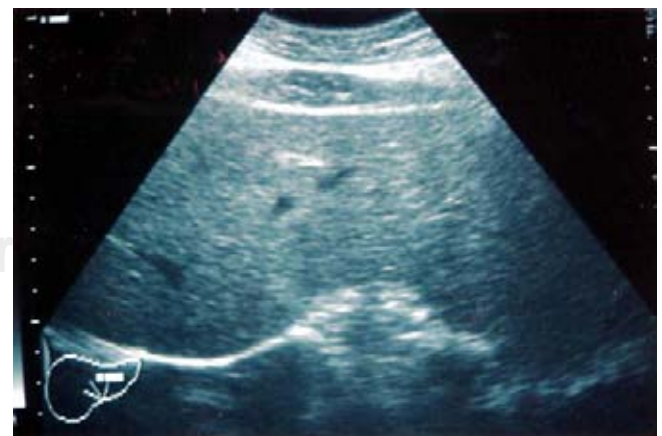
Control ultrasonográfico de hígado y vía biliar, en seguimiento de 30 meses.
